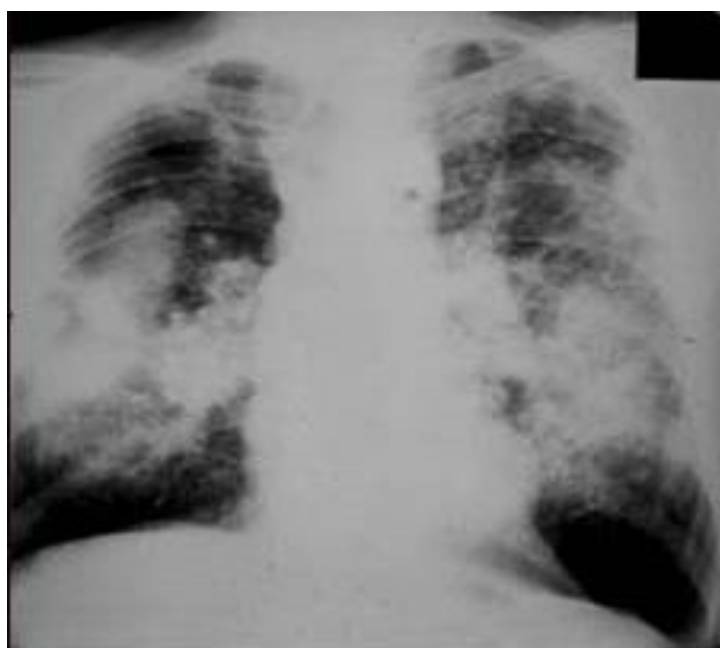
Рентгенография органов грудной клетки: Силикотуберкулез. Силикоз III
